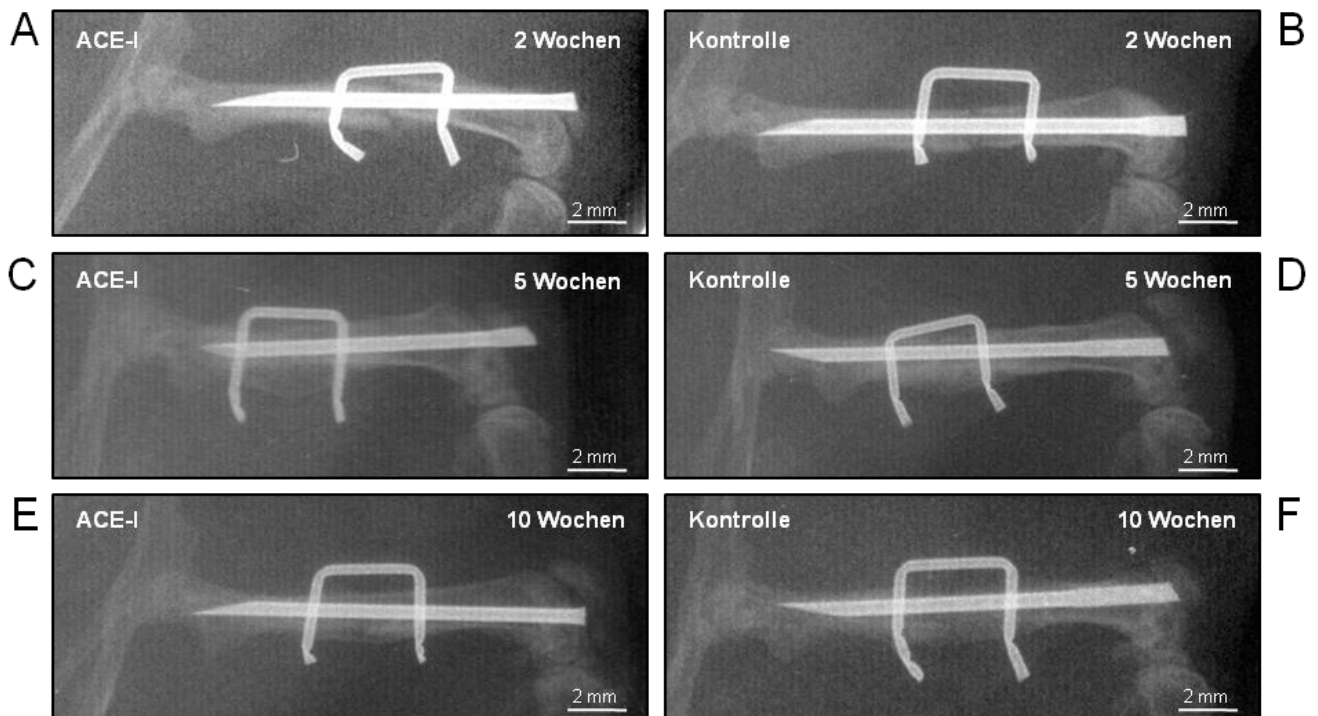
Repräsentative Röntgenbilder der rechten Femora 2, 5 und 10 Wochen nach Osteotomie in ACE-Inhibitor- (ACE-I) und Kontrollgruppe (Kontrolle).
